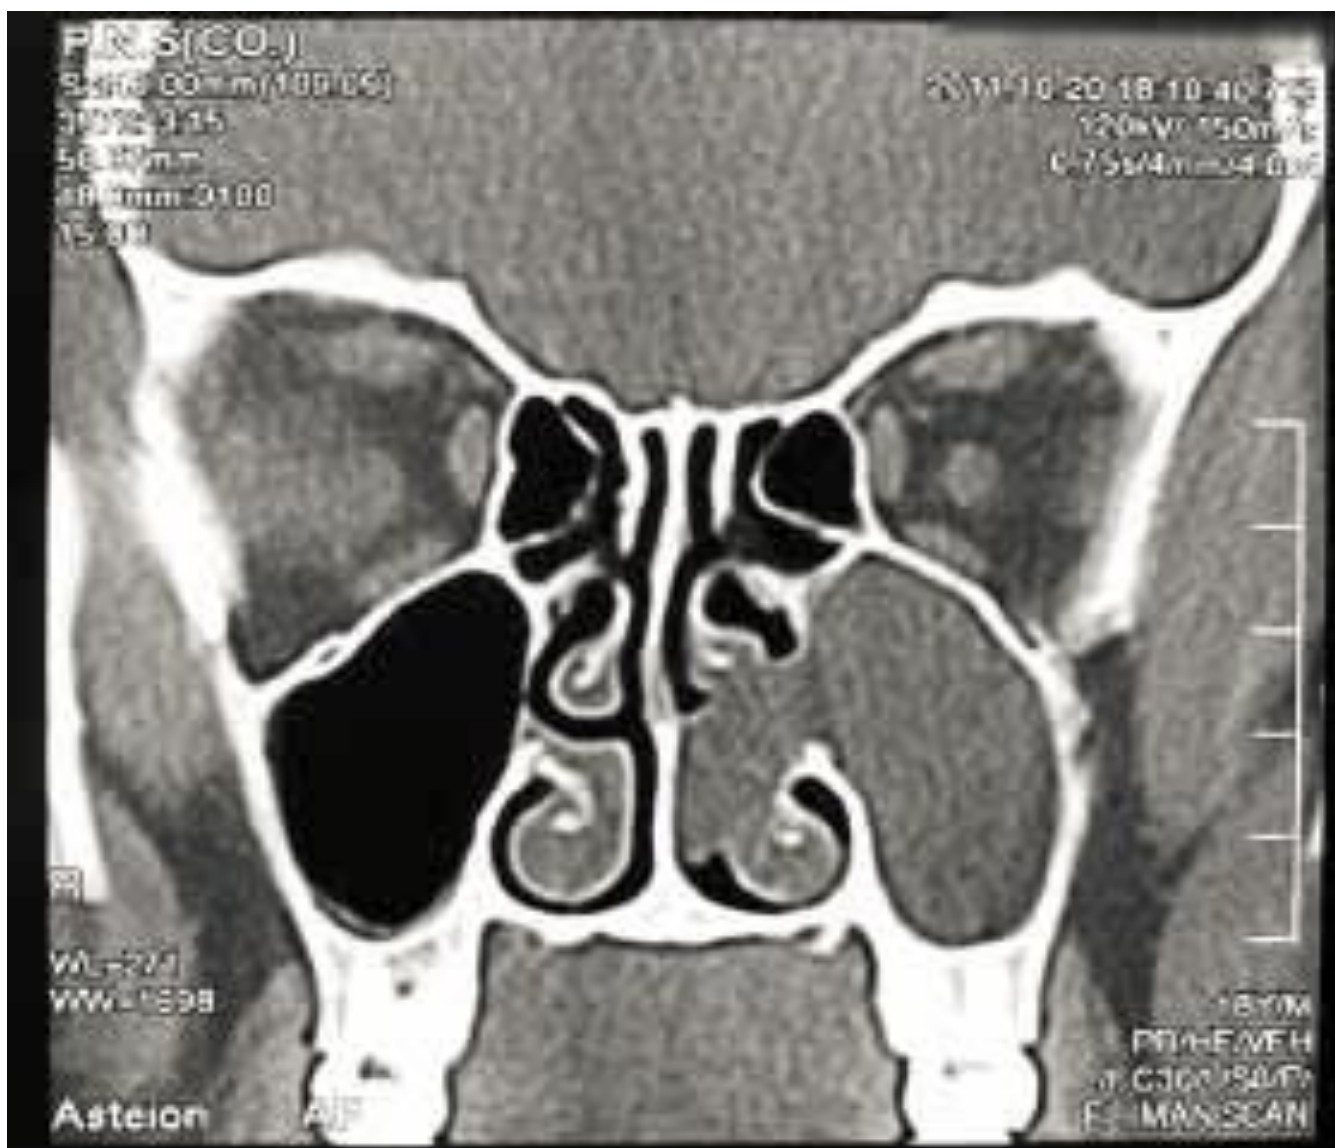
TDM en coupe coronale : PAC gauche [61].
